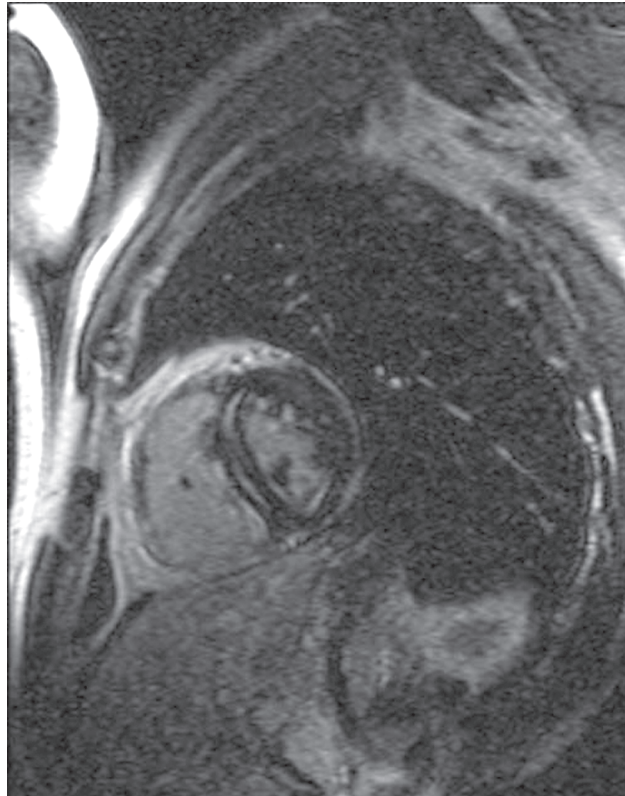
МРТ в поперечной плоскости, T1-взвешенные изображения. Виден тонкий слой жировой ткани в области верхушечного сегмента боковой стенки
